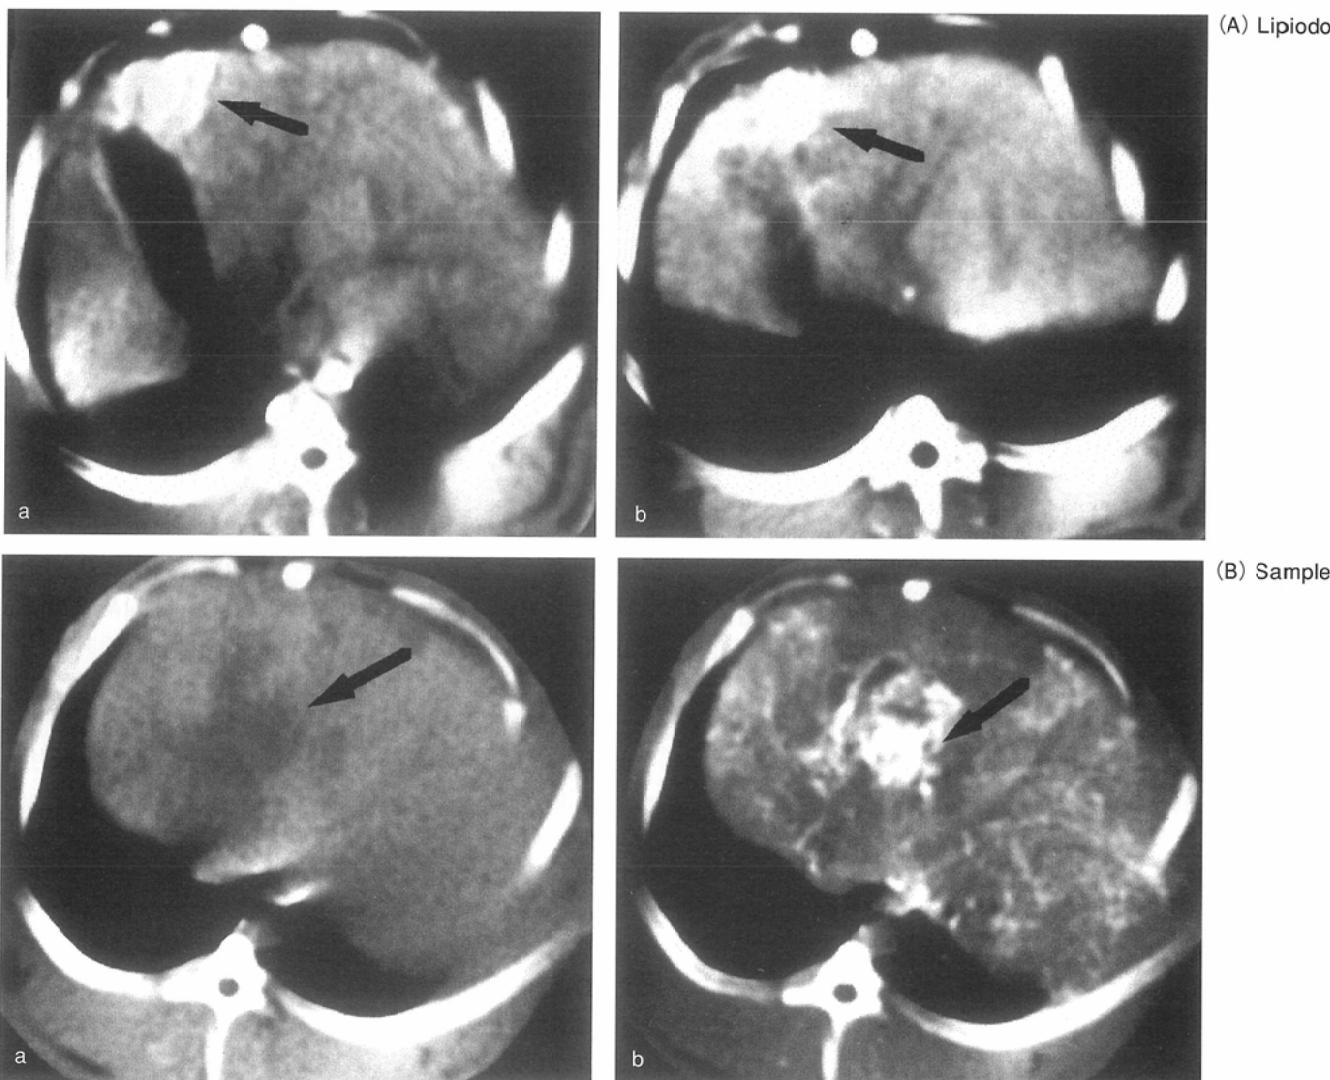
Plain and contrast enhanced CT
